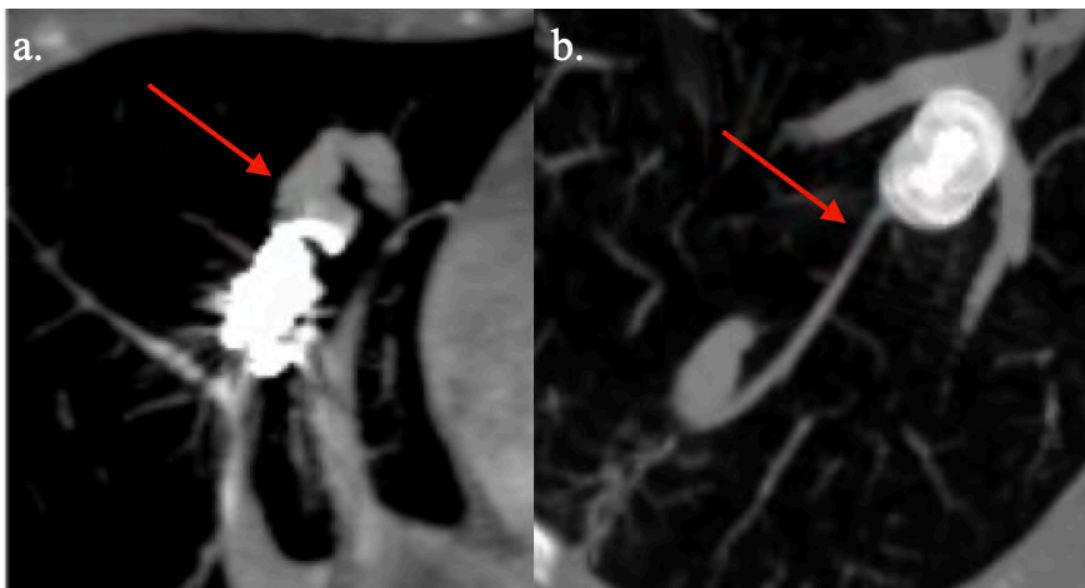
Reperméabilisations TDM d'artères afférentes de MAVPs. Opacification artérielle en aval (flèches) d'un traitement endo-vasculaire par (a) coils et (b) plug.
